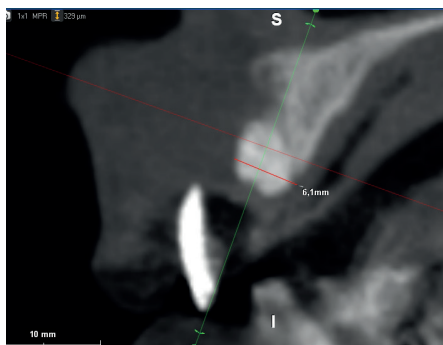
Tomografía computarizada Cone Beam del elemento dental 2.1 que muestra el mantenimiento de las dimensiones de la cresta a 3 meses del injerto del alvéolo con Calcitos.
